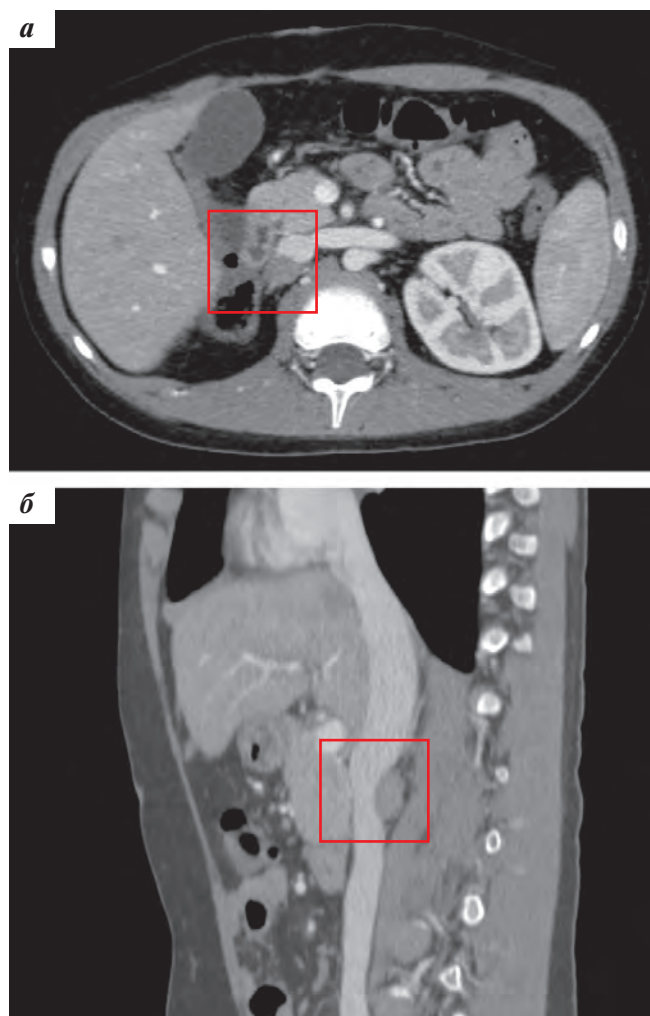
КТ-картина на момент 2-го рецидива НБ: а – горизонтальная проекция; б – сагиттальная проекция
